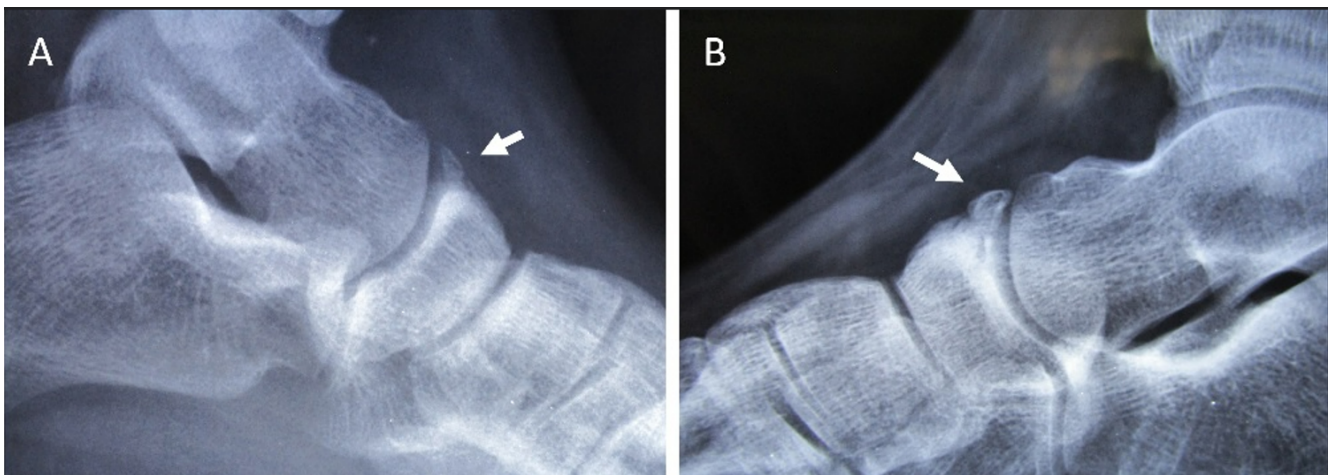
Radiografías laterales de ambos pies; mostrando en (A) pie izquierdo Os Supranaviculare pequeño (flecha); en pie derecho (B), osículo de mayor tamaño (flecha), además de incremento de líquido en la zona en vainas sinoviales de tendones del extensor común de los dedos, aparente muesca sobre borde anterior del astrágalo.
